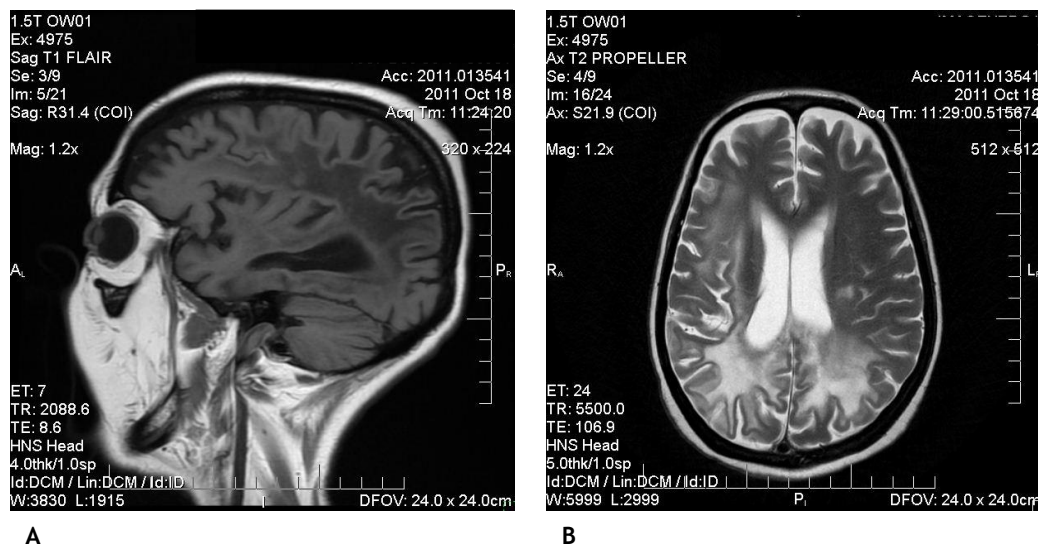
Estabilização da SIRI à RM
